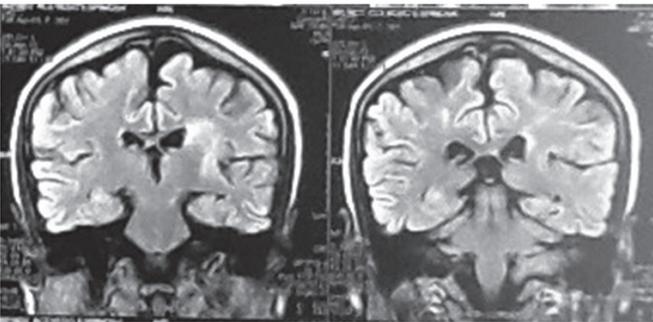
Resonancia nuclear magnética cerebral
